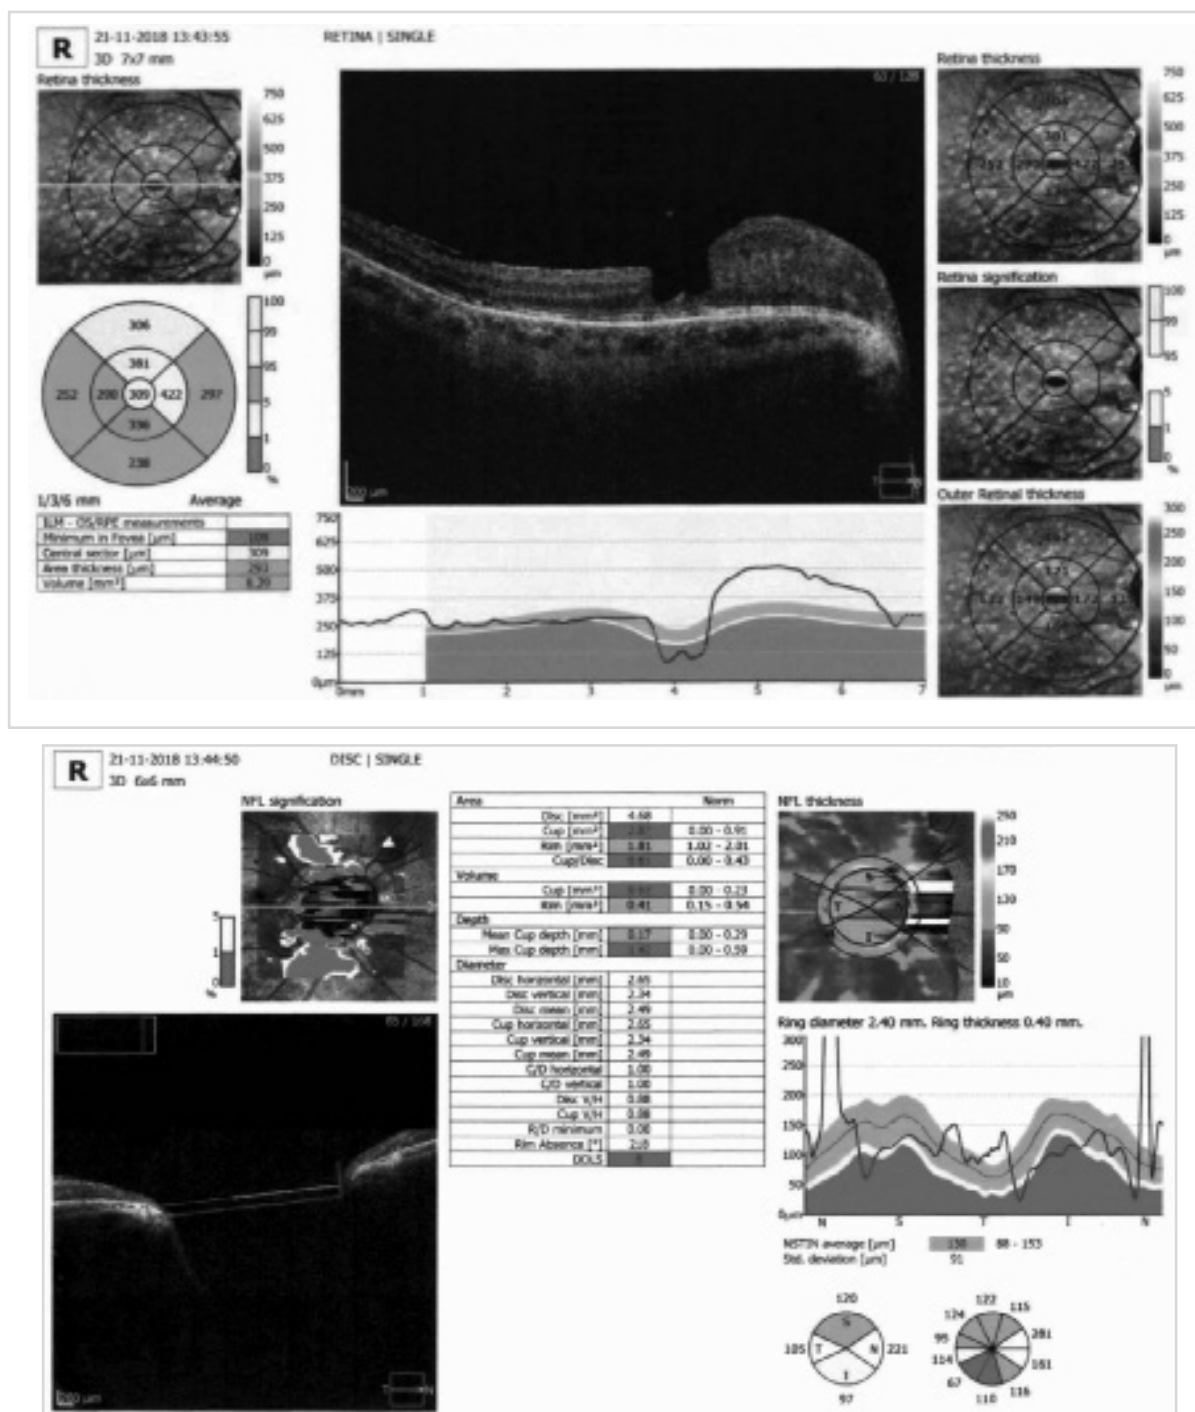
Оптическая когерентная томограмма правого глаза пациента Г. с коллобомой диска зрительного нерва.
